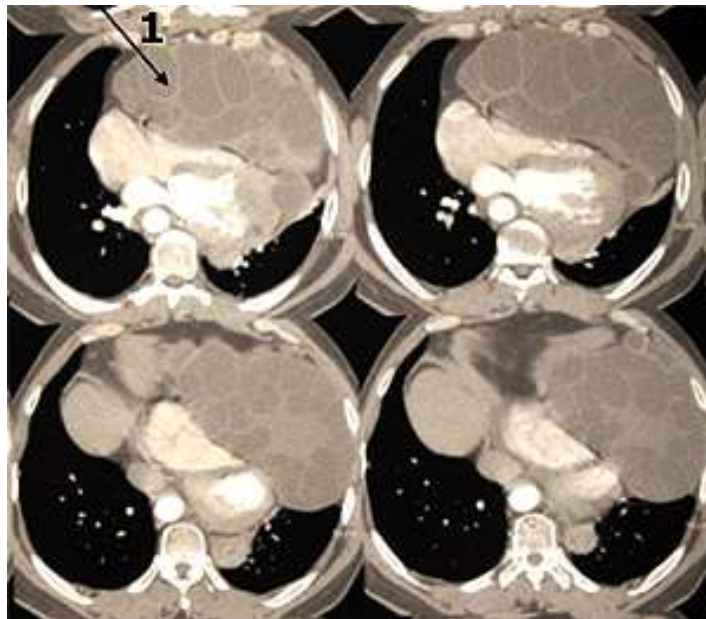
КТ (органів грудної клітки). 1-конгломерат кіст, що виходять з міокарда.
